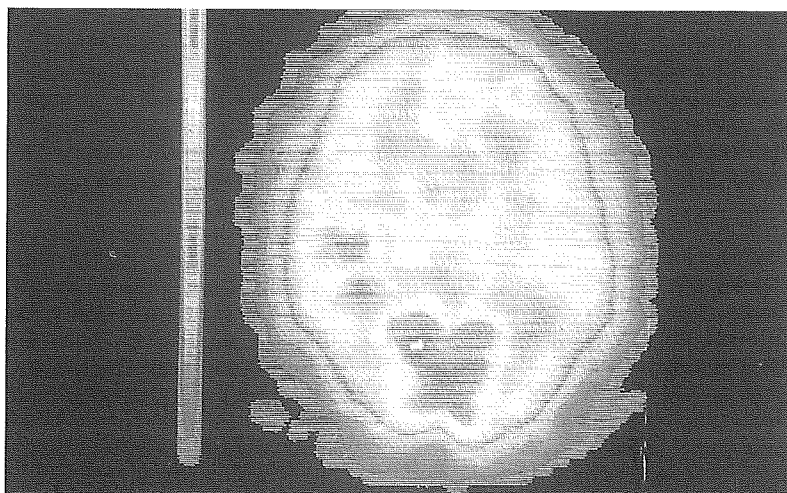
Corte transversal de SPECT de un control sano al que se estimuló el oído izquierdo en el que se observa un aumento de la perfusión en la región correspondiente a la corteza auditiva derecha (el lado izquierdo de la figura corresponde al hemisferio derecho del sujeto).
